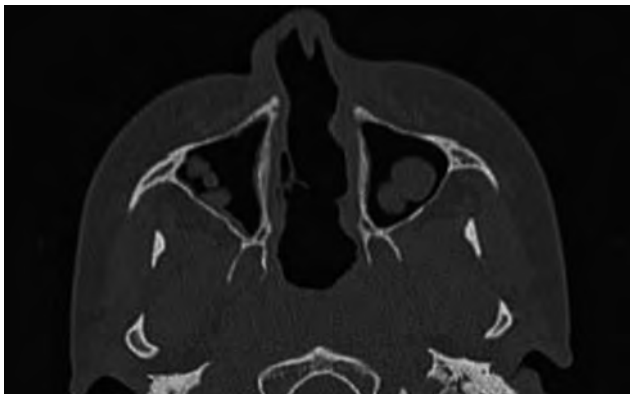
TC axial. Destrucción del tabique nasal y cornetes inferiores. Cambios inflamatorios en la base de ambos senos maxilares.
